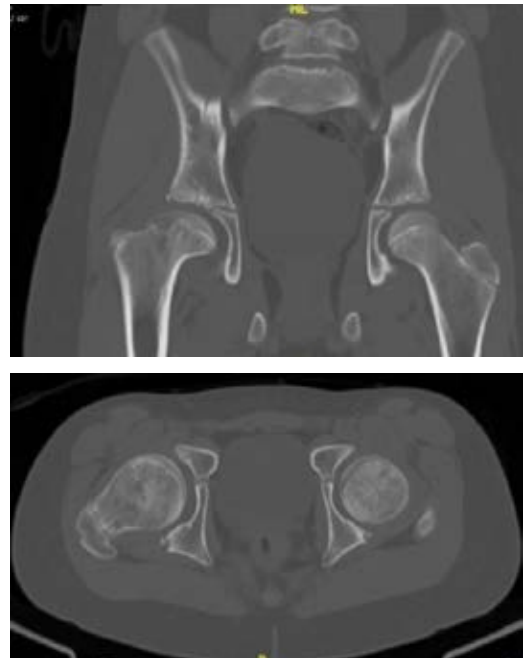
TAC de ambas caderas, con alteración de esfericidad de cadera derecha.
